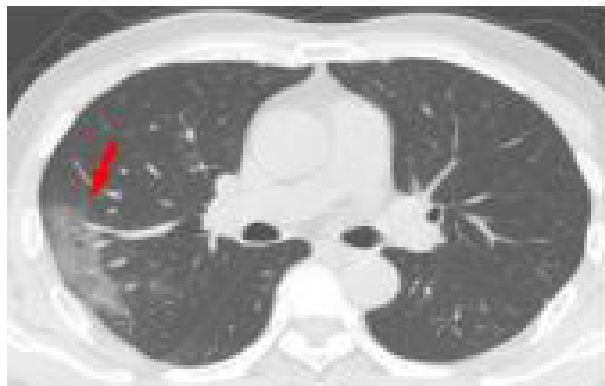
Tomografía de Tórax. Presencia de lesiones bilaterales, extensas, difusas, con áreas en vidrio esmerilado con progresión a consolidación
